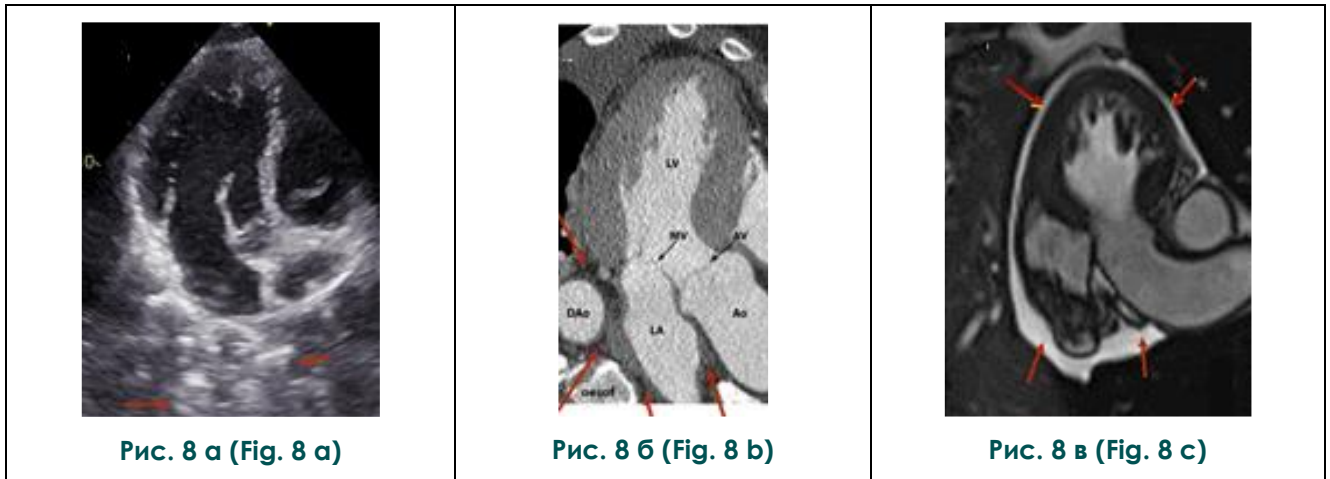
Апикальная трехкамерная позиция. А – ЭхоКГ пациента с перикардитом. Б – МРТ адаптировано из 37. SB. Malik 2017. В – МРТ при перикардите из 29. J.R. Mikolish 2014..
